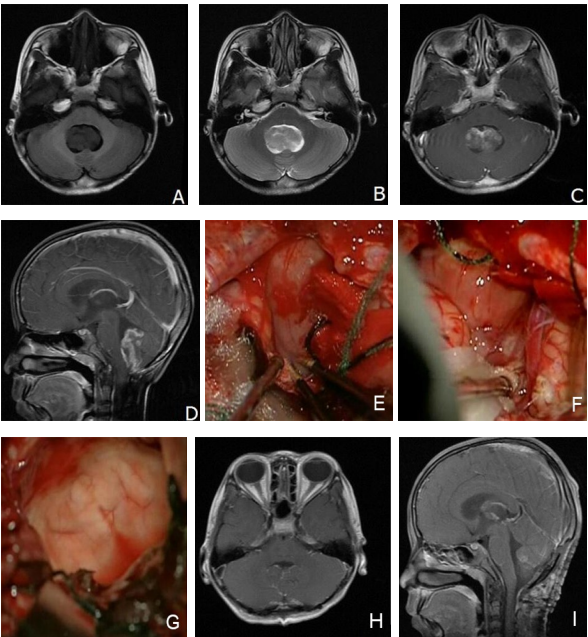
小儿后颅窝中线部位室管膜瘤经小脑延髓裂手术前后 MRI 及术中表现
